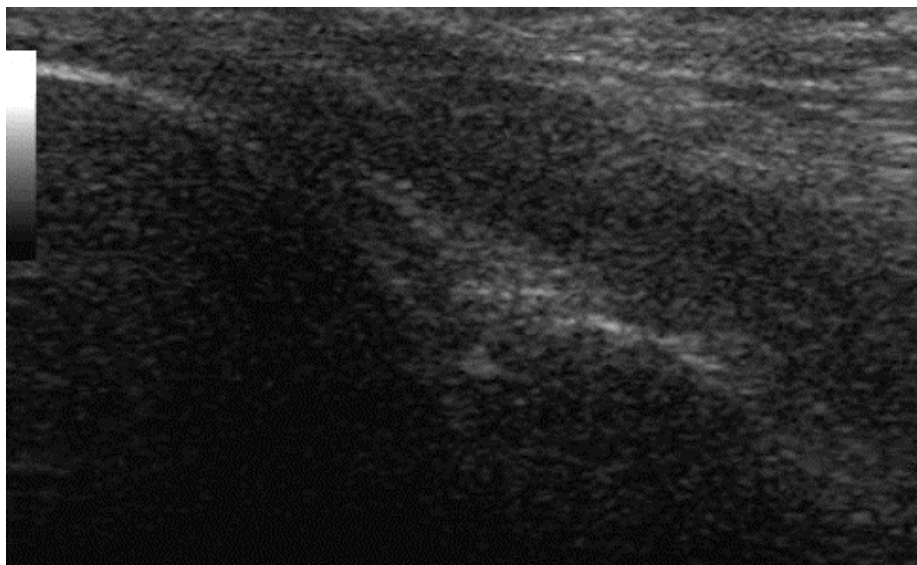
Ultrasonido que muestra una estructura hiperecogénica triangular que corresponde Al labrum.
